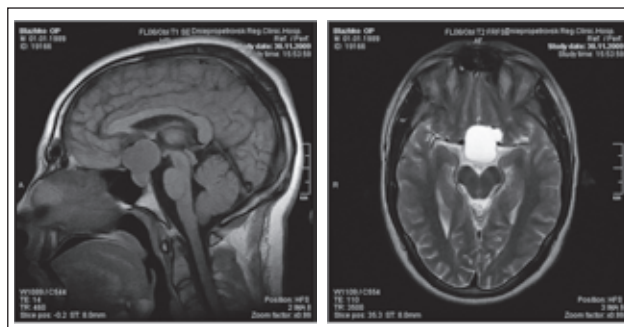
МРТ краніофарингеоми турецького сідла й 3-го шлуночка
